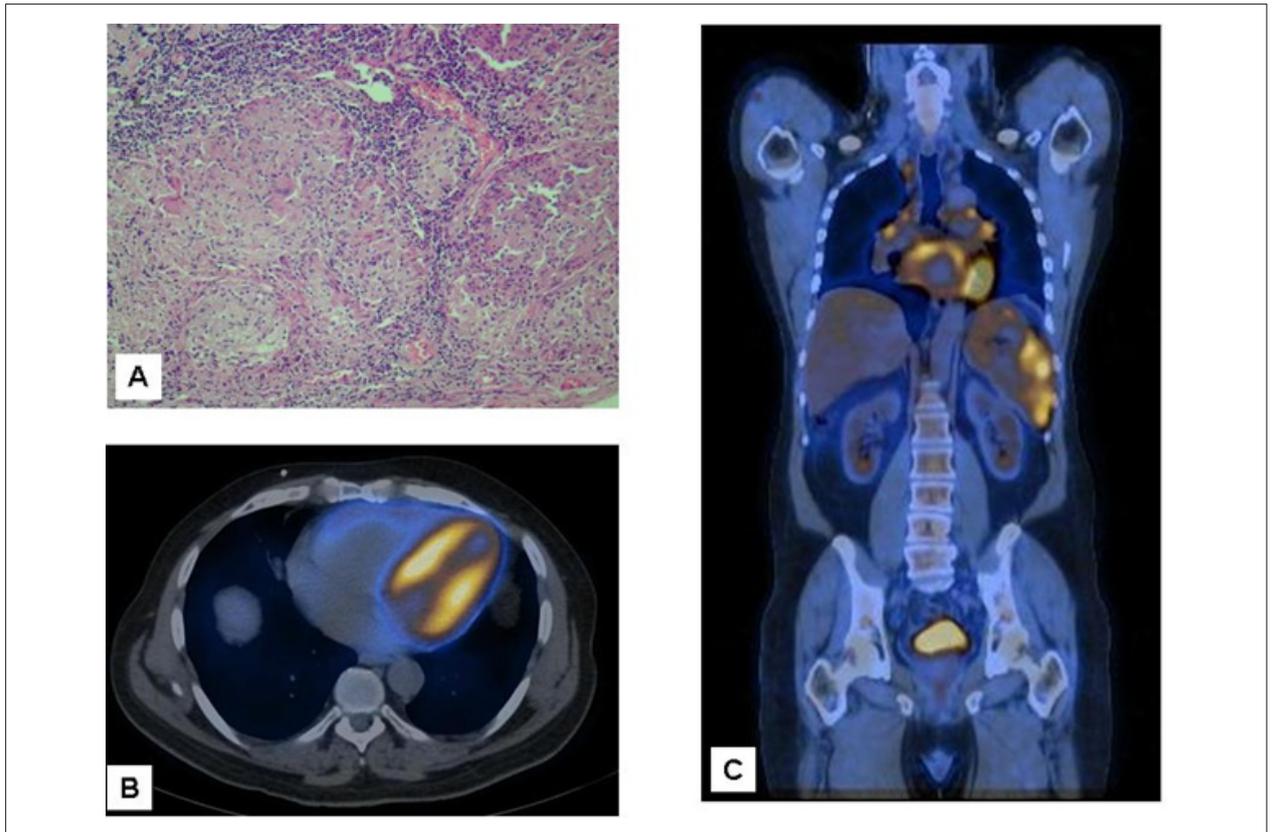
Paciente com SC confirmada. A - Biópsia de linfonodo inguinal pela coloração hematoxilina-eosina, demonstrando granulomas não caseosos de células epi-telióides; B - PET scanning com 18F-fluorodeoxyglucose do miocárdio demonstrando áreas de aumento do metabolismo (inflamação) no ventrículo esquerdo; C - Mapeamento de corpo inteiro, demonstrando captação em outros órgãos como baço e linfonodos mediastinais.
